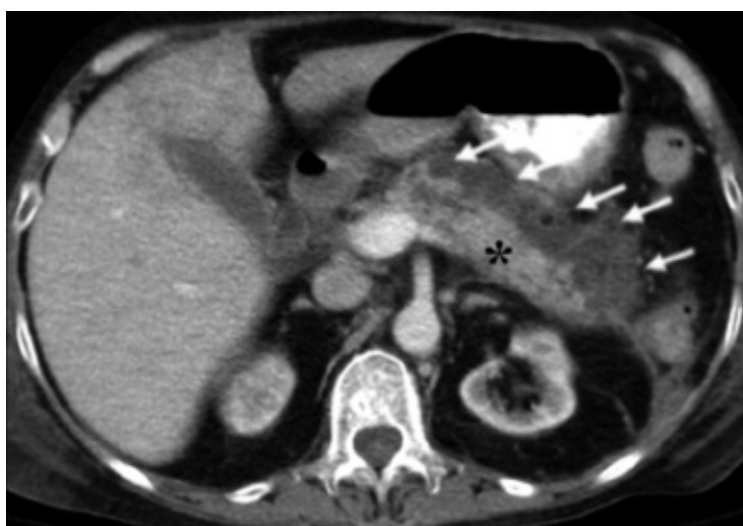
PANCREATITE. TC COM CONTRASTE VO E IV. PÂNCREAS COM DIMENSÕES AUMENTADAS APRESENTANDO NECROSE (SETAS). ÁREA DE PARÊNQUIMA PANCREÁTICO NORMAL (ASTERISCO).
